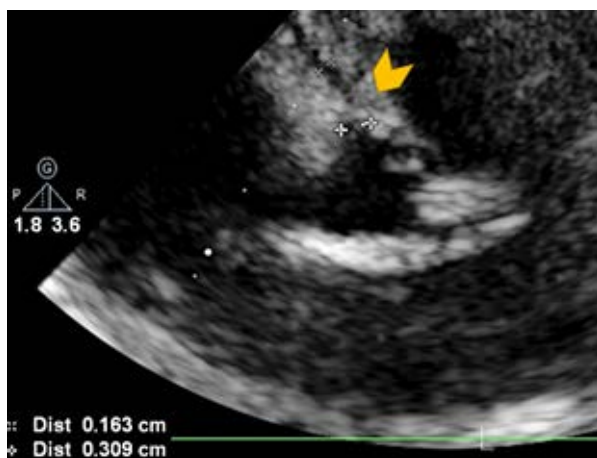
En el ecocardiograma se observa dilatación de la arteria coronaria derecha y del origen de la arteria descendente anterior (punta de flecha).
